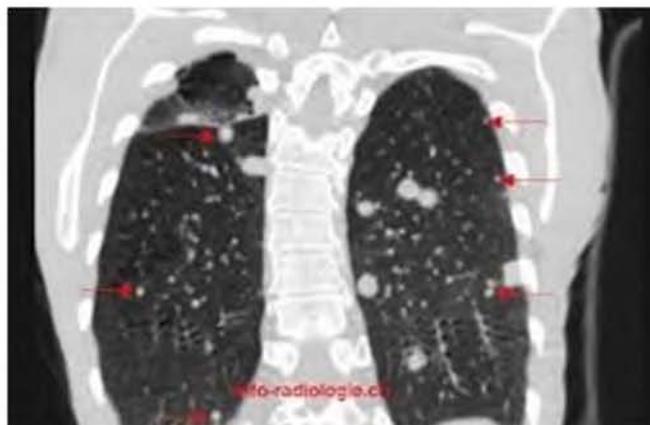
Radiographie pulmonaire au cours d'une tuberculose miliaire [32]
